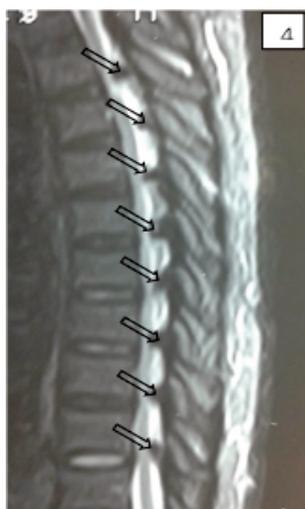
Aspect IRM en coupe sagittale pondéré en T2 [4] : Images hypointenses nodulaires en interlaminaires (Flèches).
